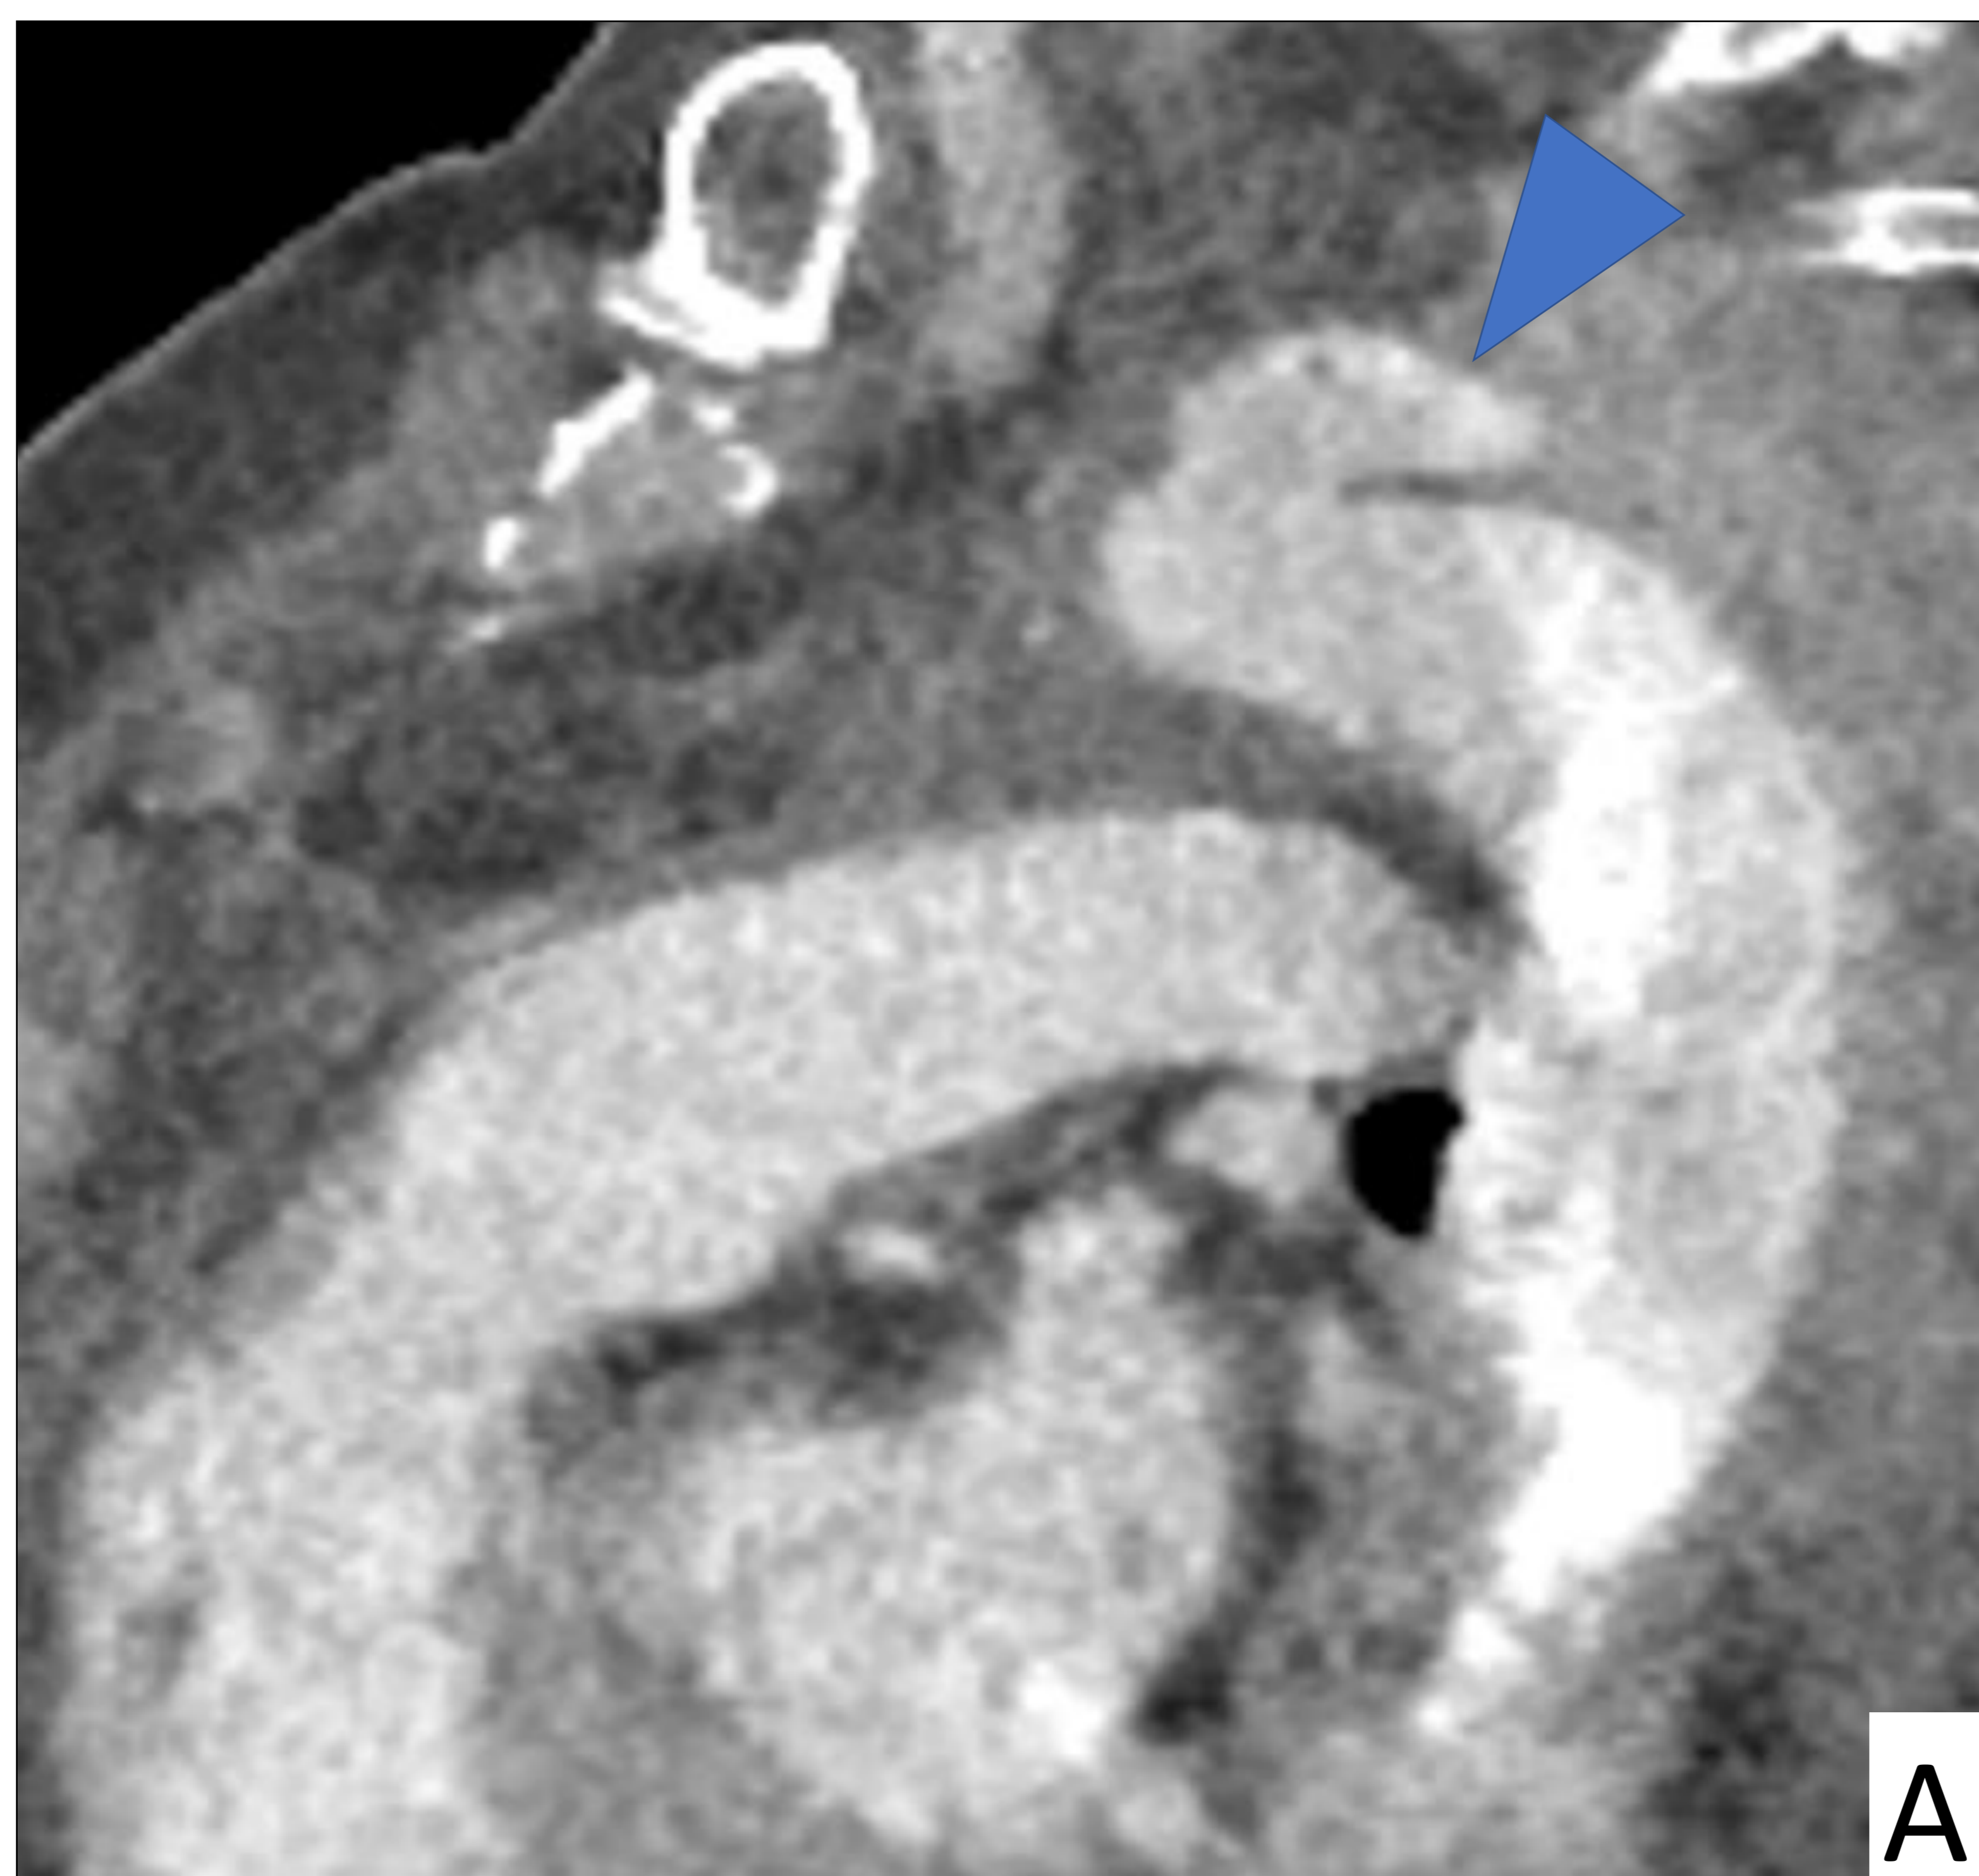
TC torácico realizado con contraste yodado i.v. con reconstrucciones en plano sagital (A) y axial (B) con ventana de mediastino que muestra imagen de pseudoaneurisma en el margen superior del cayado aórtico (punta de flecha), con aumento de densidad de la grasa mediastínica en relación con hematoma mediastínico.
